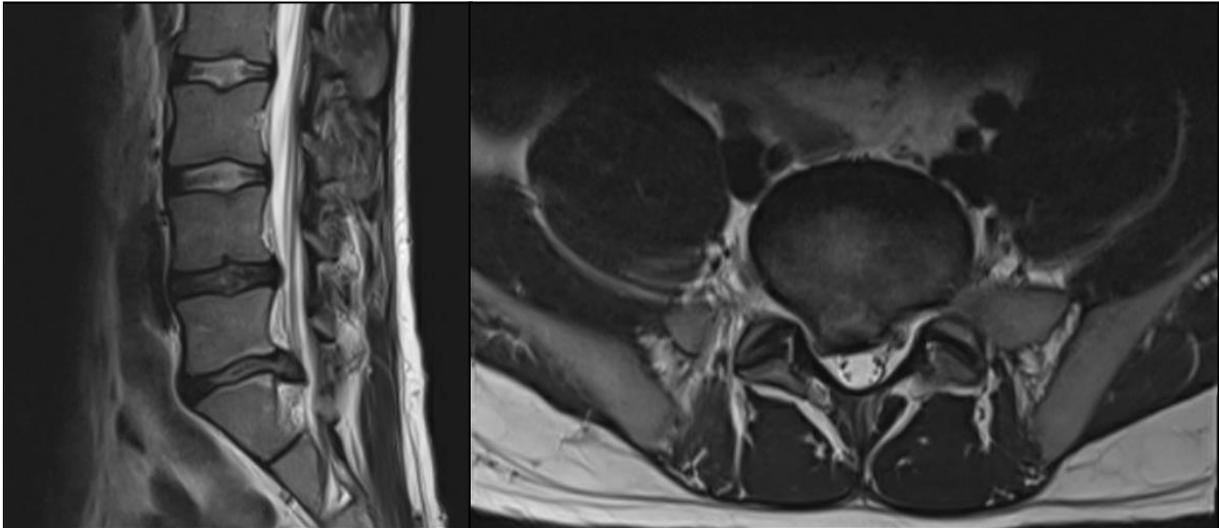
Imagen sagital (izda) y axial (dcha.) de RM de hernia L5-S1.
